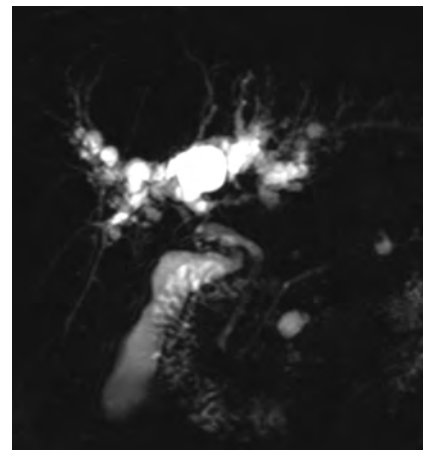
Mise en évidence en bili-IRM de multiples kystes périliaires chez un patient présentant une cirrhose hépatique
